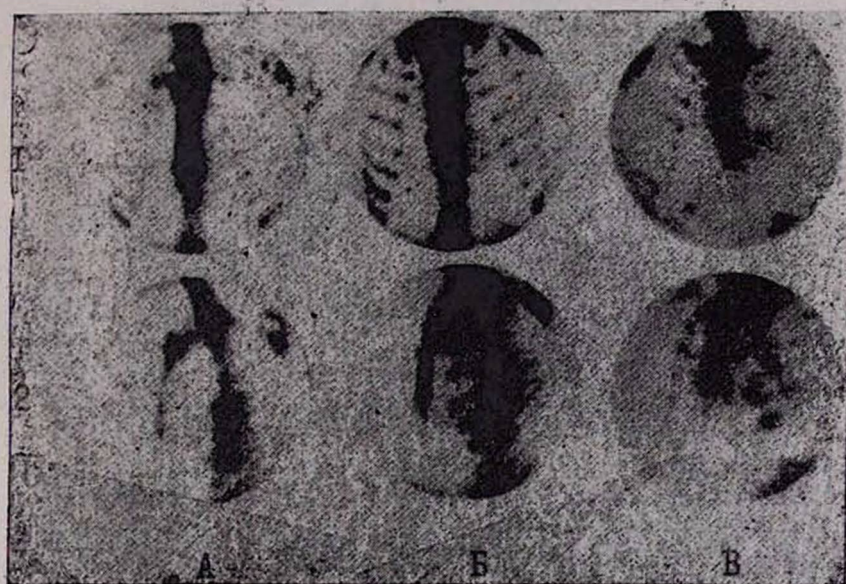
Сцинтиграммы грудной клетки с ^{99m}Tc -пирофосфатом. А—норма, Б—стенокардия, В—постинфарктный кардиосклероз. 1—передняя проекция, 2—левая косая 60° .
